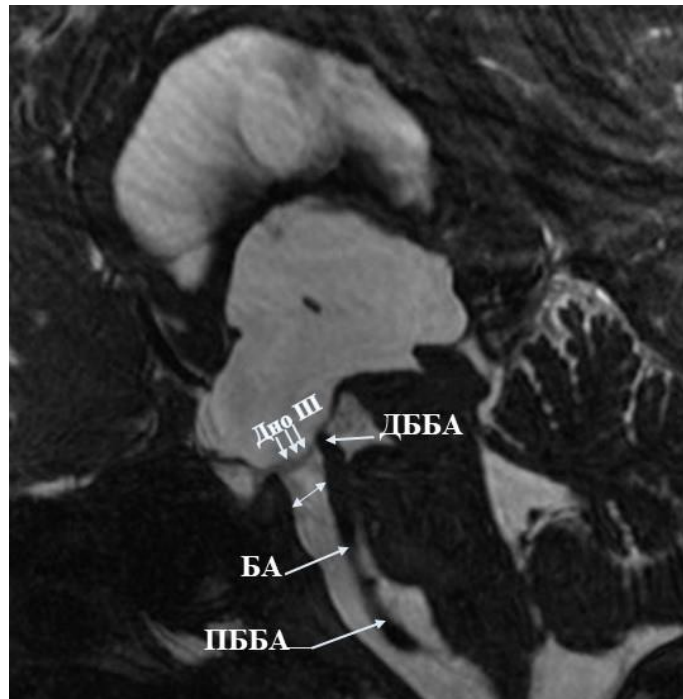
МРТ головного мозга в сагиттальной проекции, режим Trufi. Основные анатомические ориентиры межножковой и препонтиной цистерны: ДББА – дистальная бифуркация базилярной артерии; ПББА – проксимальная бифуркация базилярной артерии; БА – базилярная артерия. Определяется пролапс дна третьего желудочка и плотное прилегание бифуркации основной артерии
